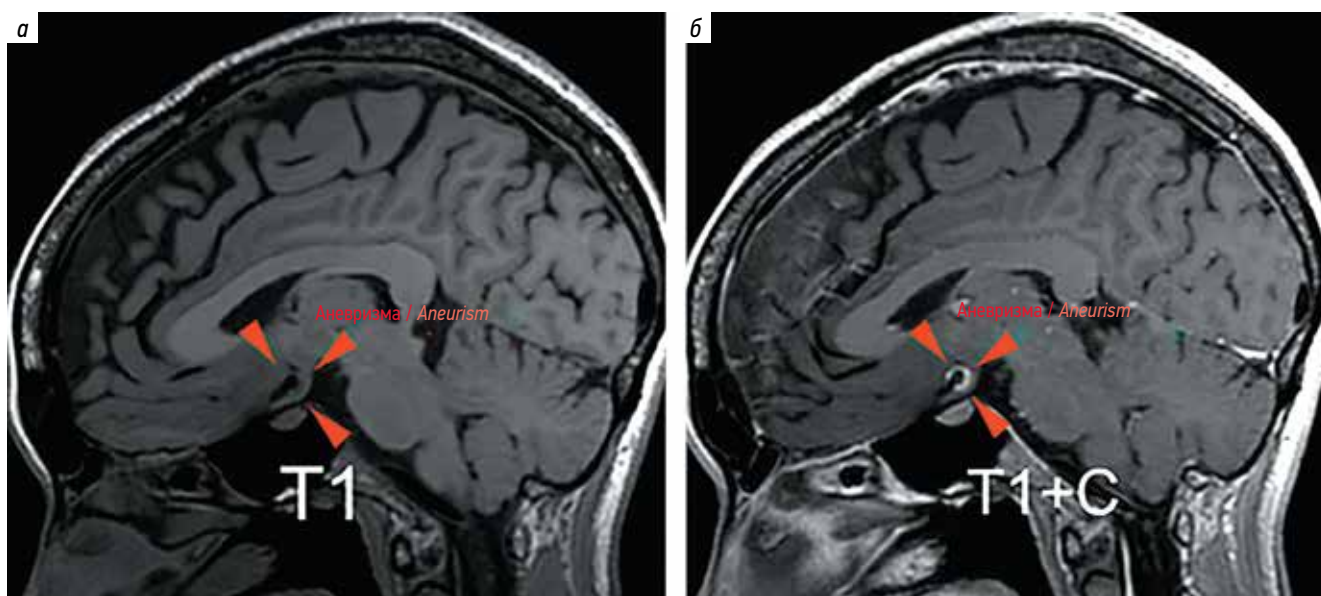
Магнитно-резонансная томография пациента с аневризмой бифуркации левой внутренней сонной артерии: а – режим T1 без контрастного усиления; б – режим T1 после введения контрастного вещества. Определяется интенсивное накопление контрастного препарата стенкой аневризмы
